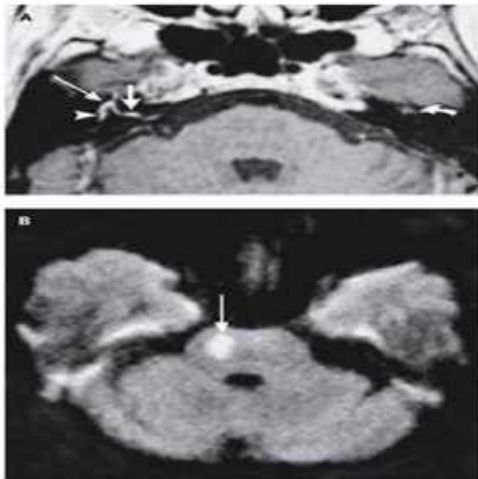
Контрастна МРТ головного мозку хворого з паралічем Белла, на якій видно центральний інфаркт моста [12].
